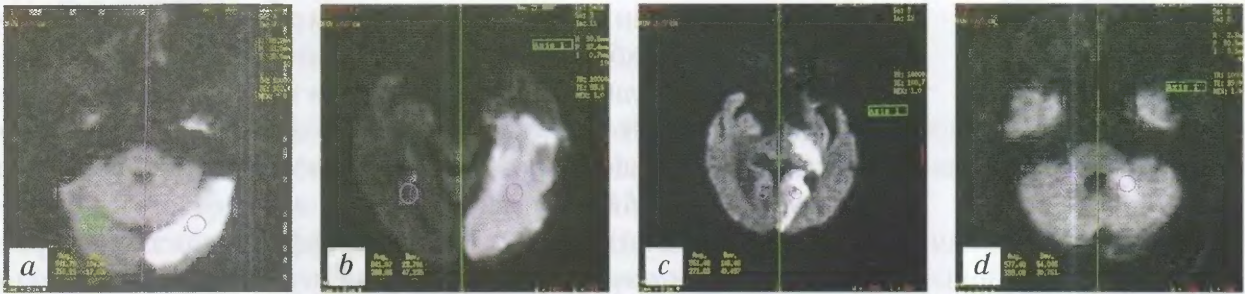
Диффузионно-взвешенная МРТ в контроле эффективности медикаментозного лечения (кортексин):
